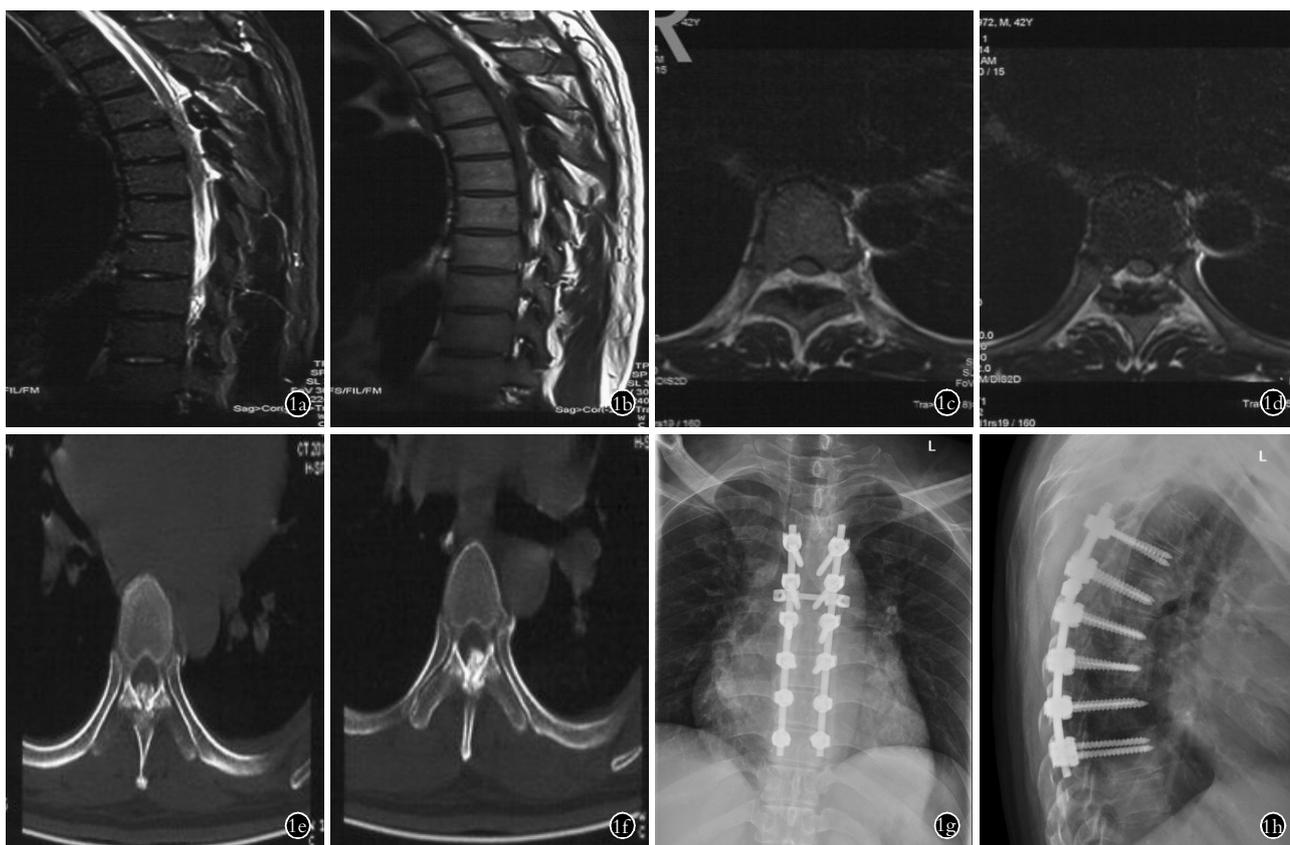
男性患者,42 岁,痛风结晶致胸椎管狭窄症 1a,1b,1c,1d. 术前胸椎 MRI 示 T₂-T₇ 脊髓背侧不同程度受压,T₅-T₆ 受压明显 1e,1f. 术前胸椎 CT 示 T₅、T₆ 椎板下结节钙化,突入椎管并压迫脊髓 1g,1h. T₄-T₆ 后路椎板切除、椎管减压,椎弓根螺钉内固定术后 1 年的正侧位 X 线片
